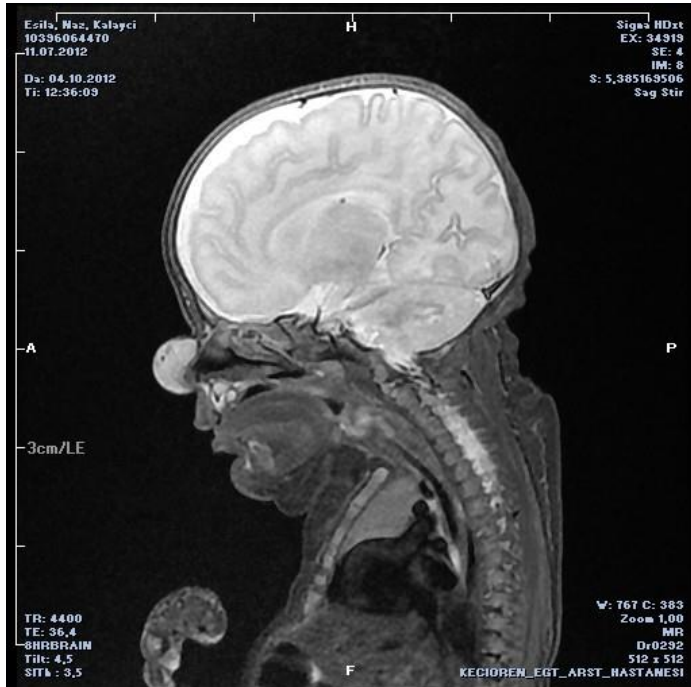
A magnetic resonance imaging scan of the cranium demonstrated nasal soft tissue mass with no intracranial connection
